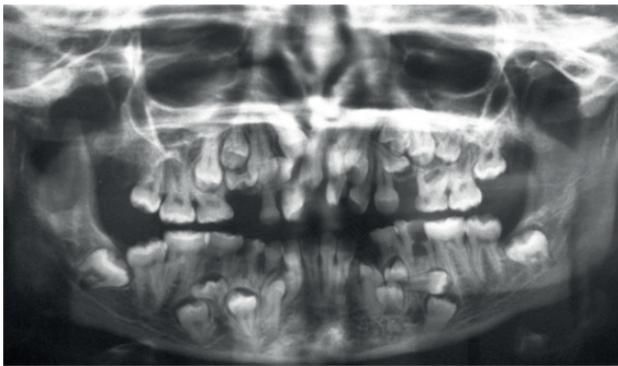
Radiografia panorâmica da paciente evidenciando os dentes impactados, supranumerários e retenção dos decíduos.
